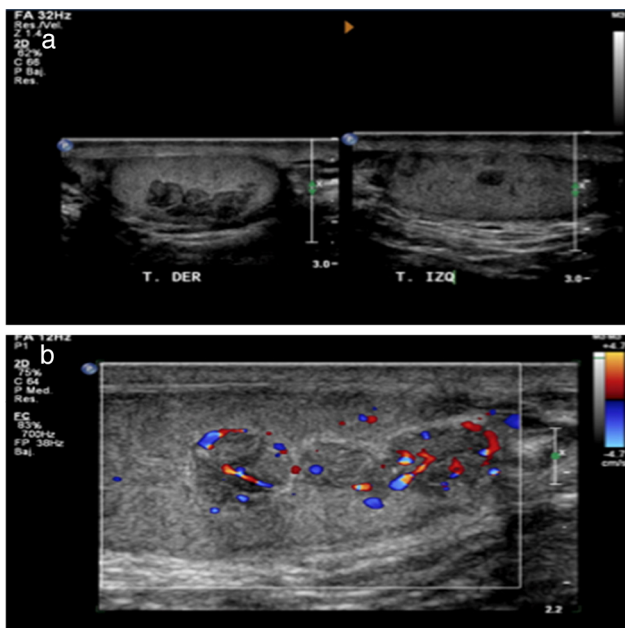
Imágenes ecográficas donde se observa: a. Ambos testículos con imágenes hipo e hiperrecogénicas con mayor afectación del lado derecho. b. Señal doppler en las imágenes del testículo derecho, lo cual sugiere vascularidad.
